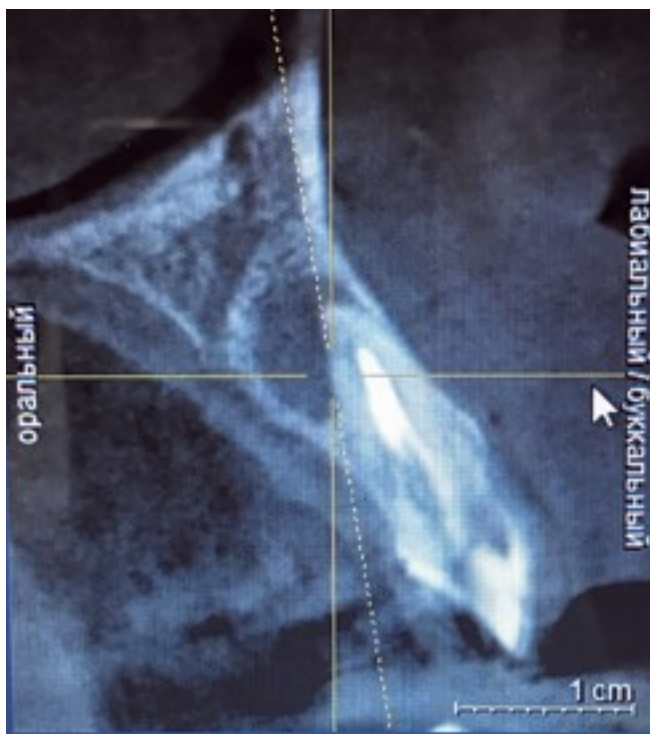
Пациент П., 47 лет. На срезе 3D КТ в периапикальной области 1.2 зуба – очаг деструкции костной ткани округлой формы размером до 6 мм, кортикальный слой альвеолы разрушен
